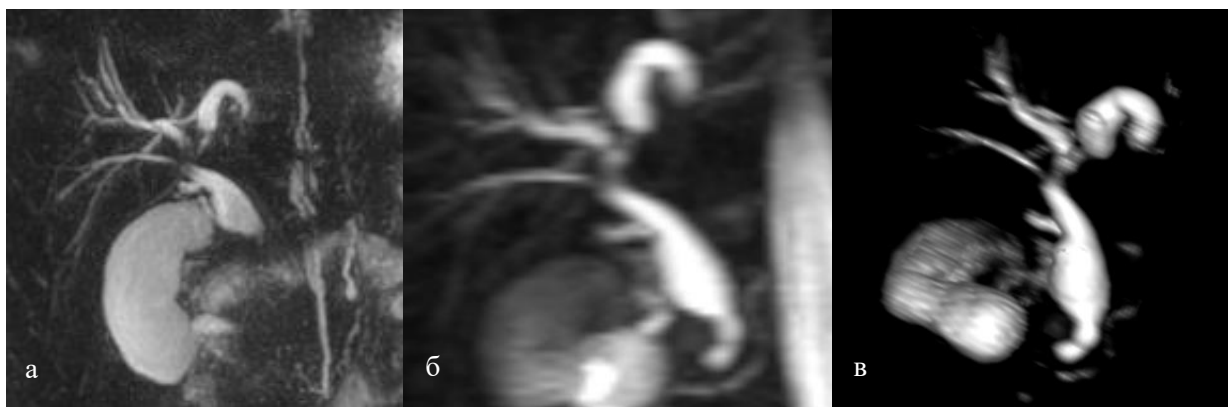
МРТ пациентки Ж., 7 лет: а – МРХПГ; б, в – 3D-МРХПГ
